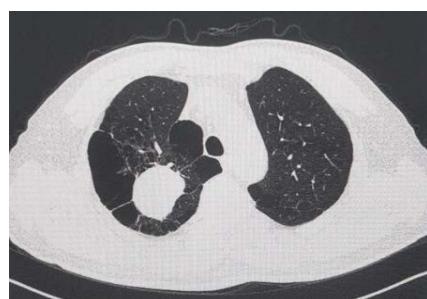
Chest enhanced CT lung window on January 4, 2024
